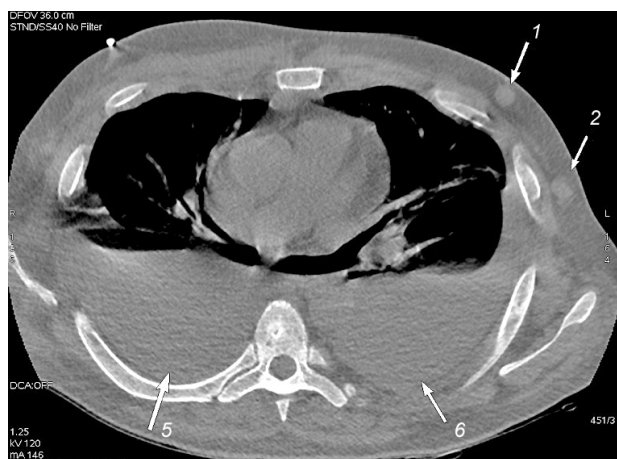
КТ-изображение грудной клетки с наличием увеличенных лимфоузлов, экстрамедуллярной плазмоцитомы и патологического выпота в плевральной полости
